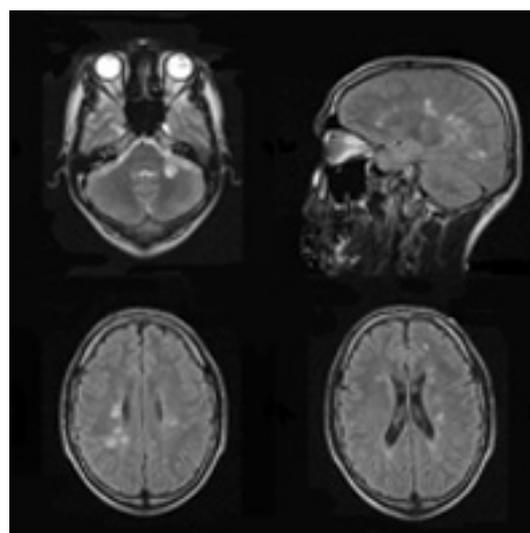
МРТ от 2009 г. (1,0Т). Множественные суб- и супратенториальные очаги в белом веществе головного мозга, перивентрикулярно и субэпендимарно с обеих сторон, а также в средних мозжечковых ножках слева, размерами 0,3 – 1,3 см, высокоинтенсивные по T2 и изоинтенсивные по T1, имеющие неправильную продолговатую и округлую форму, с явлениями умеренно выраженного перифокального отека вещества мозга. Длинник очагов, расположенных в перивентрикулярных отделах, направлен перпендикулярно мозолистому телу. Расширение субарахноидального пространства по конвексимальной поверхности мозга.
